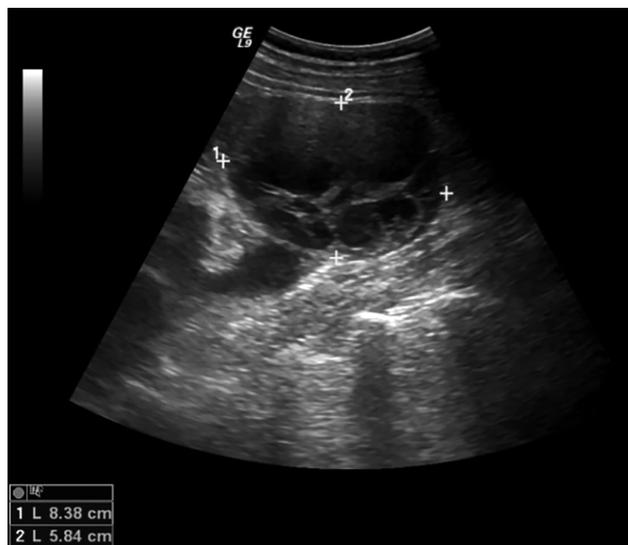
Ecografia renal: rim esquerdo com múltiplas formações quísticas
